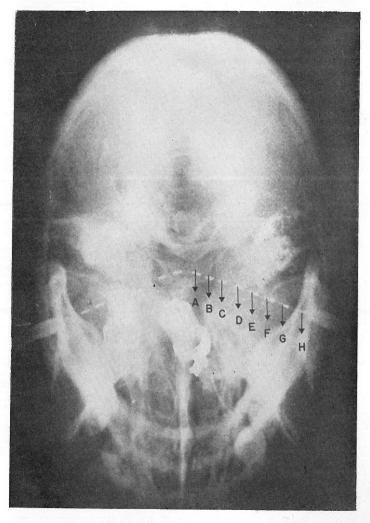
Radiografía de base, del mismo paciente, mostrando la simetría anteroposterior de los electrodos.
